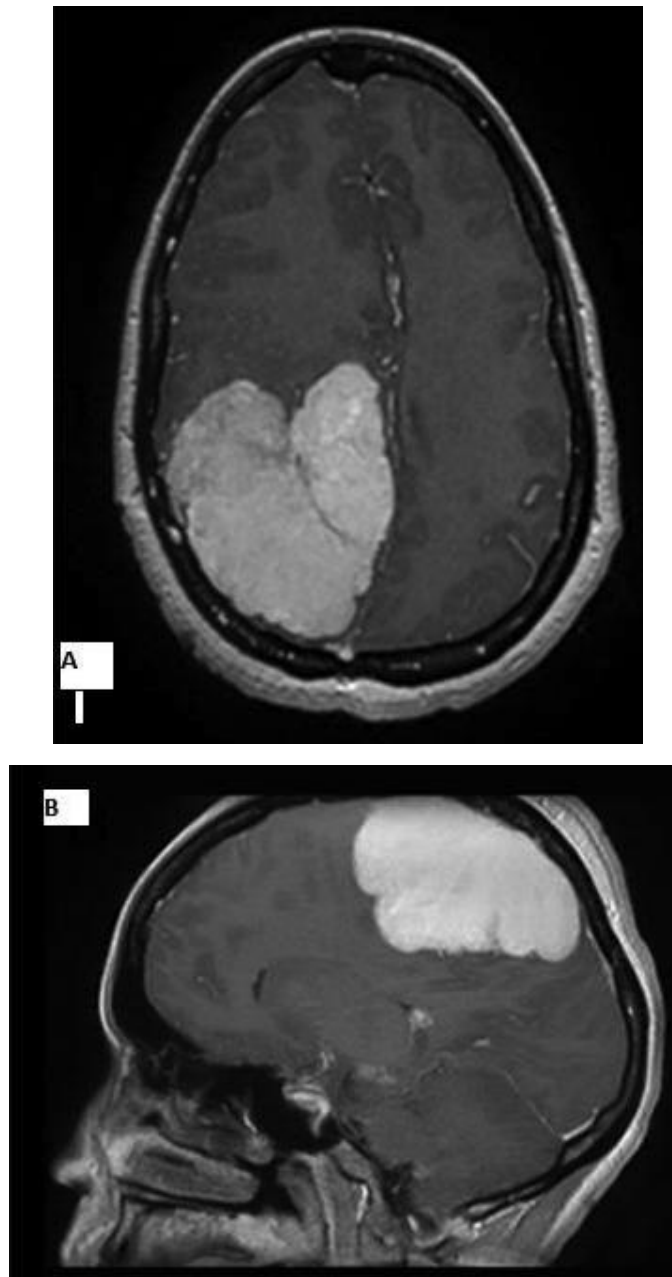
IRM cérébrale en coupe axiale (A) et sagittale (B) séquence T1 avec gadolinium montrant une volumineuse lésion extra-axiale évoquant un méningiome de la convexité.
